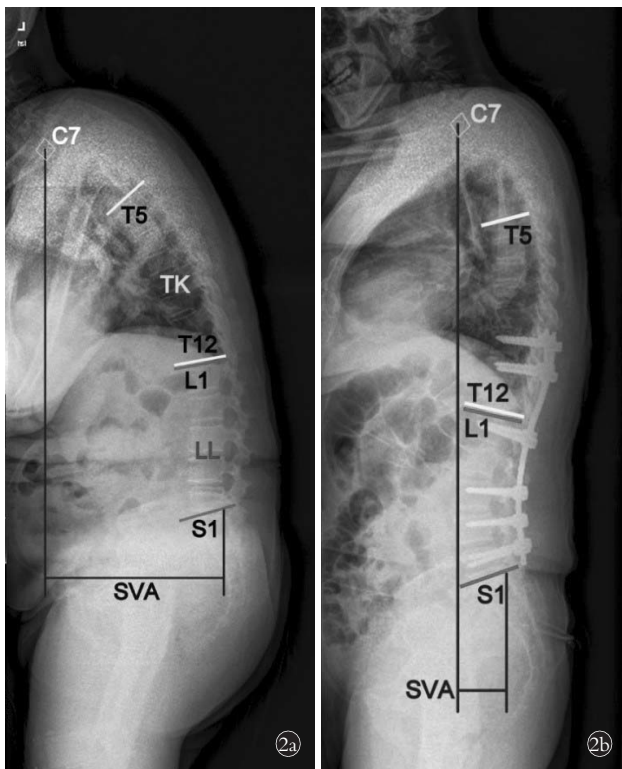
女性患者,69 岁, 退行性脊柱后凸畸形 2a. 术前脊柱全长侧位 X 线测量结果:PI 60°、PT 45°、SS 15°、TK 21°、LL 0°、SVA 为 18 cm 2b. 术后 1 年脊柱全长侧位 X 线测量结果:PI 56°、PT 33°、SS 23°、TK 29°、LL 34°、SVA 为 6 cm
